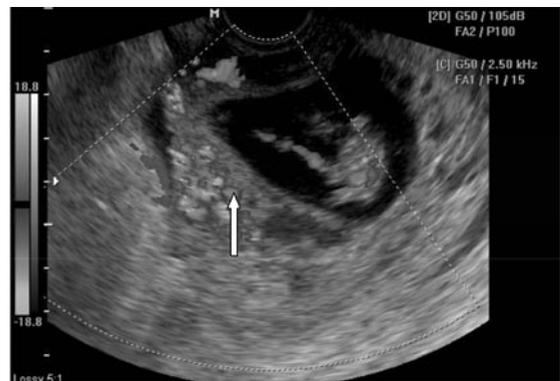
Ecotomografía Doppler color con corte sagital a placenta y embrión. Destaca la presencia de lagos venosos en su interior (flecha).
